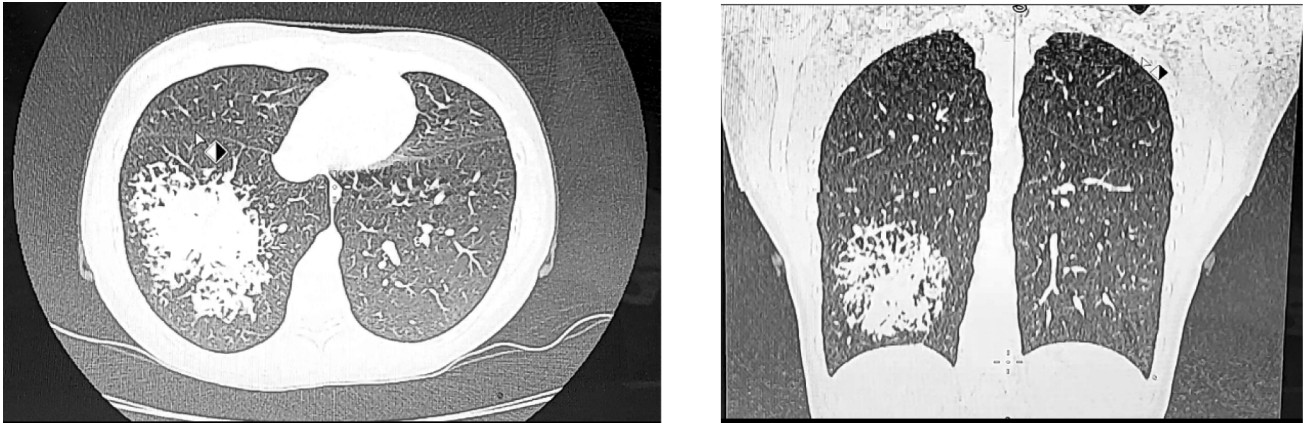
Результаты компьютерной томографии органов грудной полости до операции:
